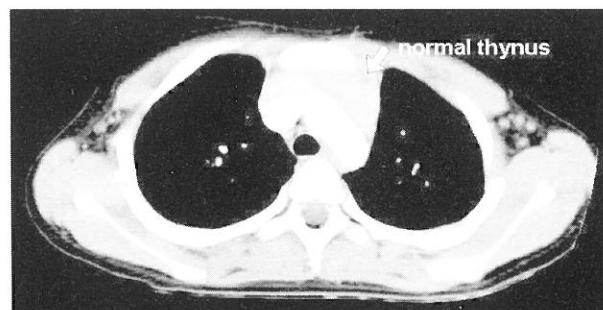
Chest contrast-enhanced CT of Case 2. Normal thymus was seen.
